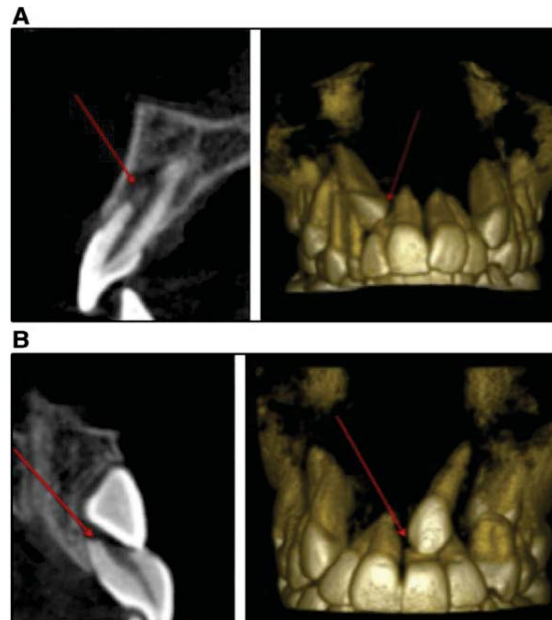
Vues CBCT montrant des résorptions radiculaires sévères d'incisives associées à l'inclusion d'une canine maxillaire. Les flèches rouges indiquent la zone de résorption (Source : Chaushu et coll., 2015)
